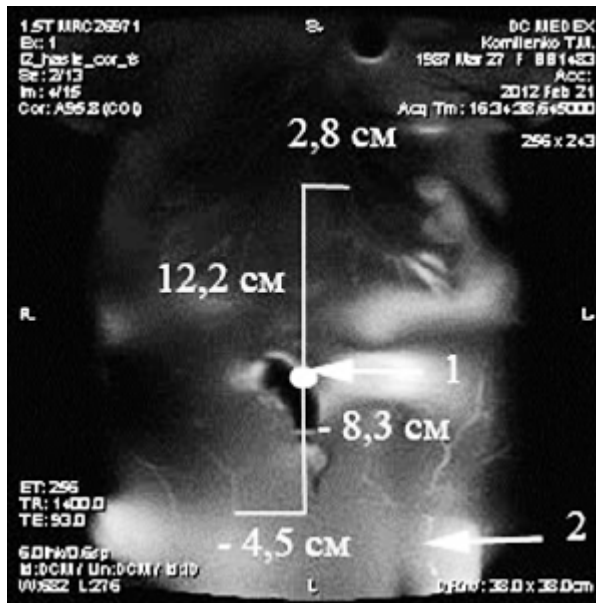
Локалізація перфорантних судин при МРТ у фронтальних зрізах
